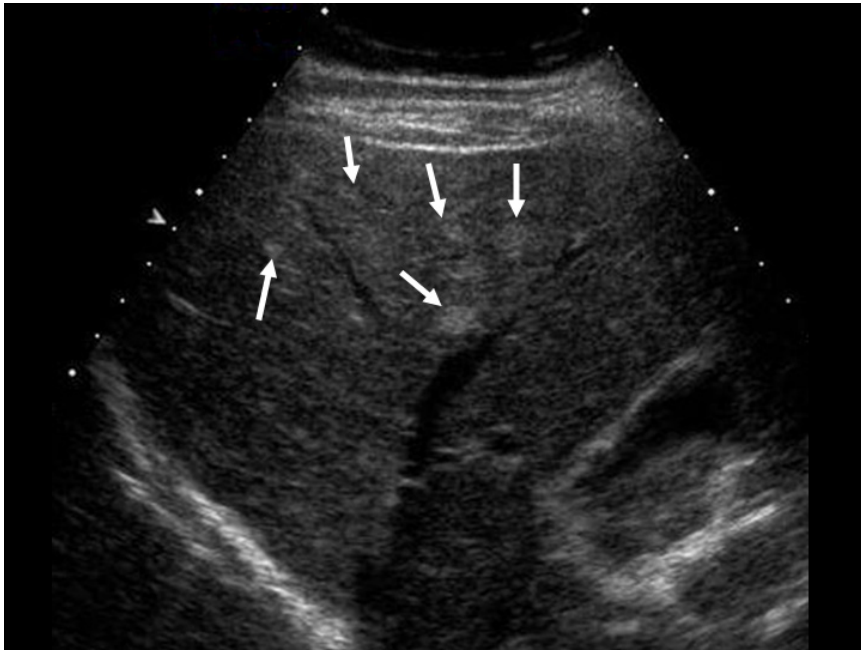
Regeneratknotten: Grey- scale- Sonographie: Multiple hyperechogene Leberläsionen (Pfeile)
